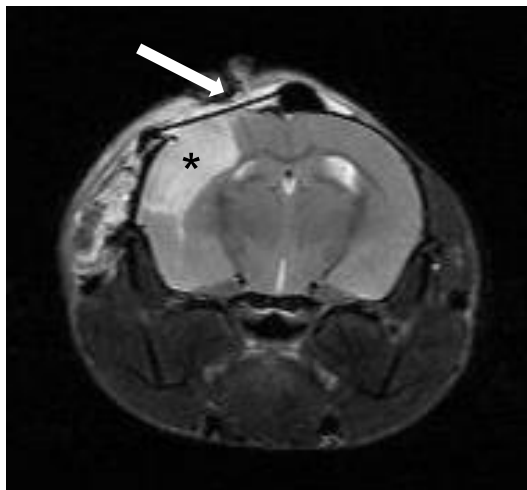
Beispielhaft eine Magnetresonanztomographie-Aufnahme in T2-Wichtung 24 Stunden nach dMCAo mit Darstellung des Infarktbereichs (Stern) unterhalb des CCW (Pfeil).
